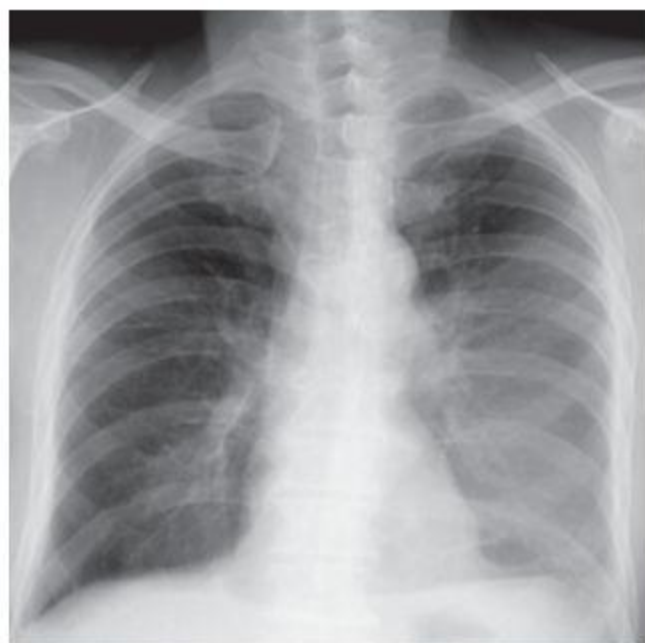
Рентгенография органов грудной клетки в прямой проекции. Положительная динамика. Уменьшение плеврального выпота слева
